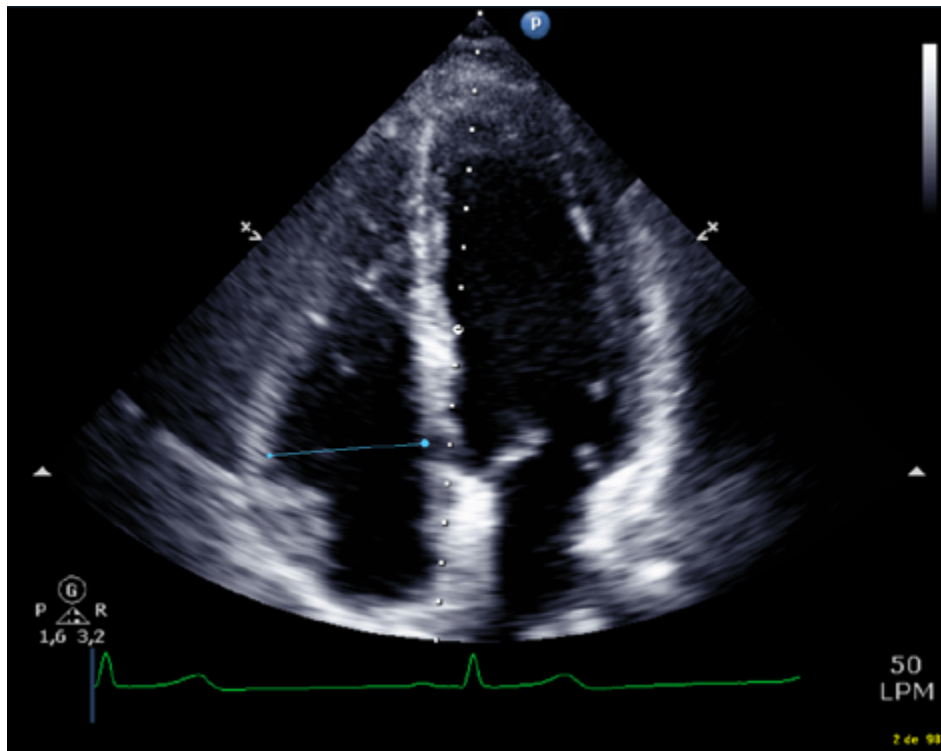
Diámetro telediastólico basal del VD en el plano apical 4C.
